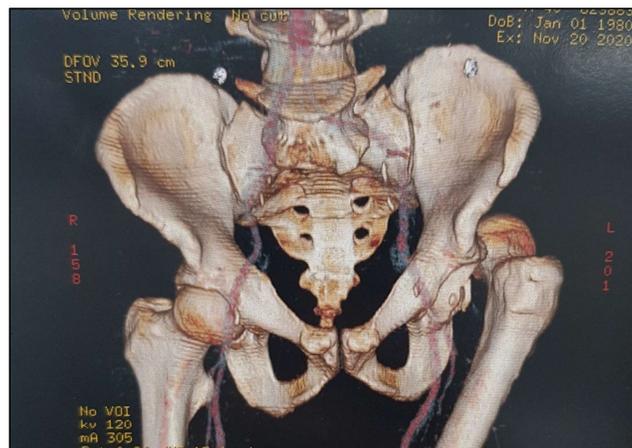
Imagem de vista anterior de pelve em reconstrução 3D de TC, que também apresenta luxação posterior do quadril esquerdo associada à fratura do rebordo posterior do acetábulo.
